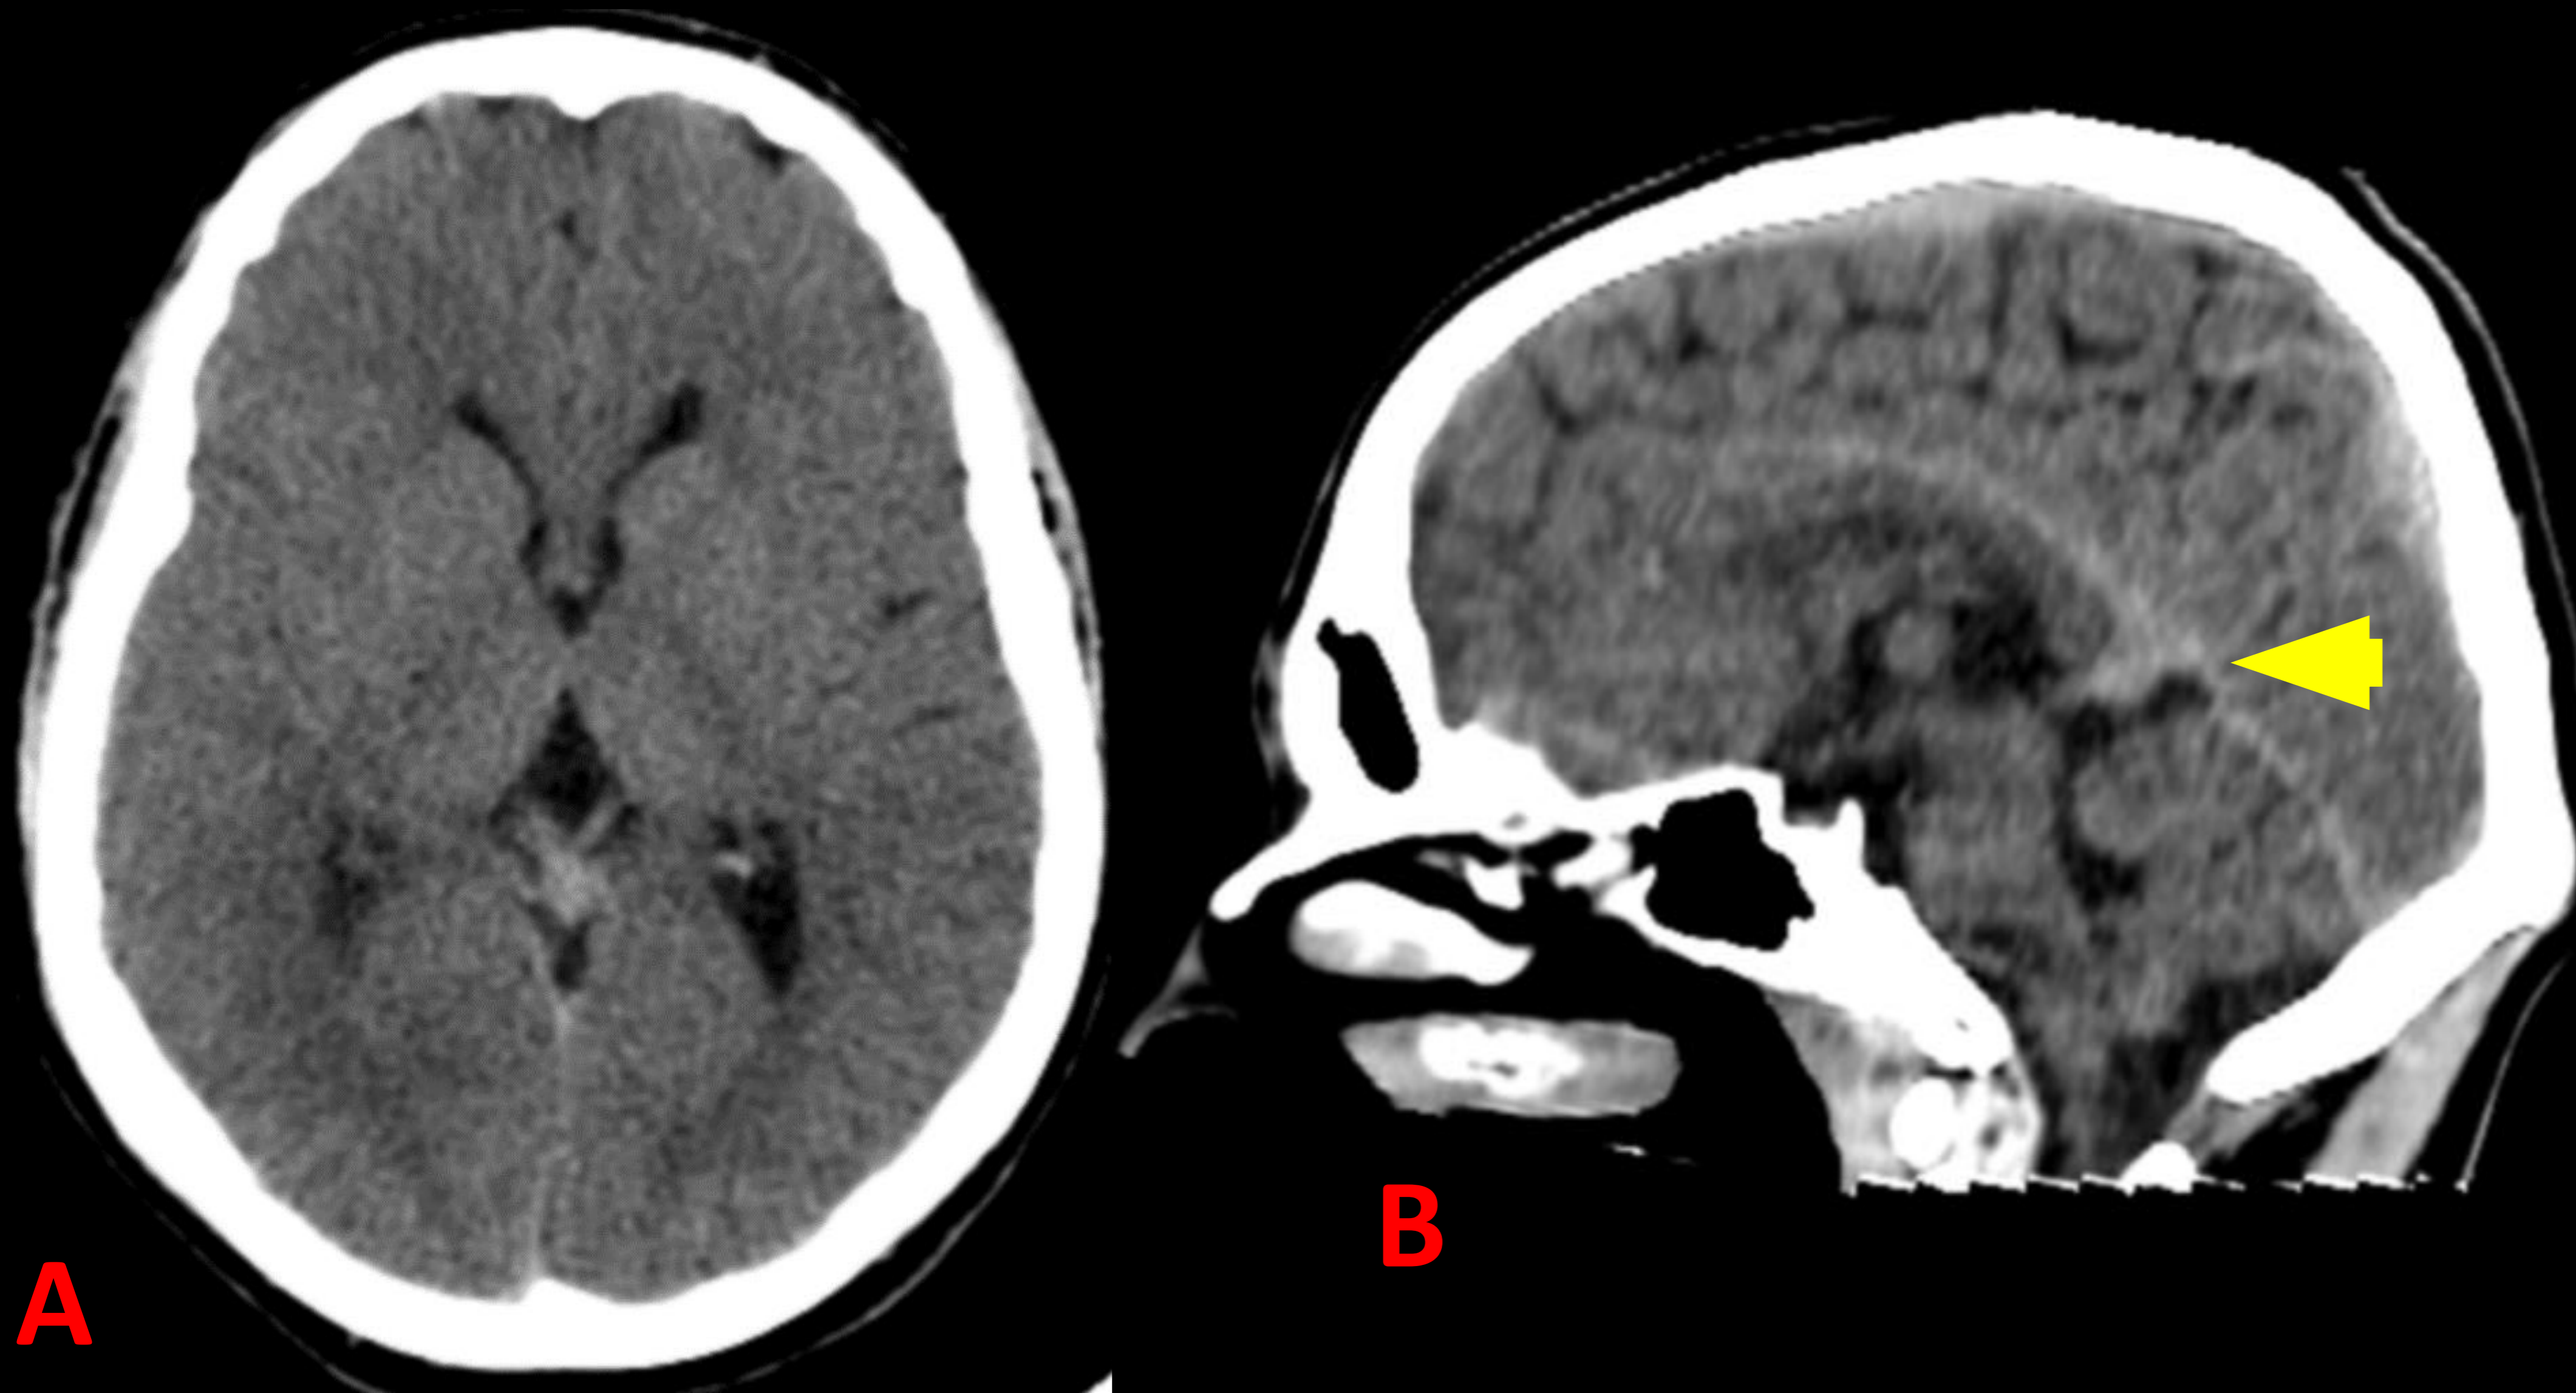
Imágenes de TC axial (A) y coronal (B). Niño 18 años Parálisis cerebral infantil con tetraparesia espástica y trastorno de conducta progresivo. Se observa ectasia de la vena de galeno (flecha amarilla en B)
